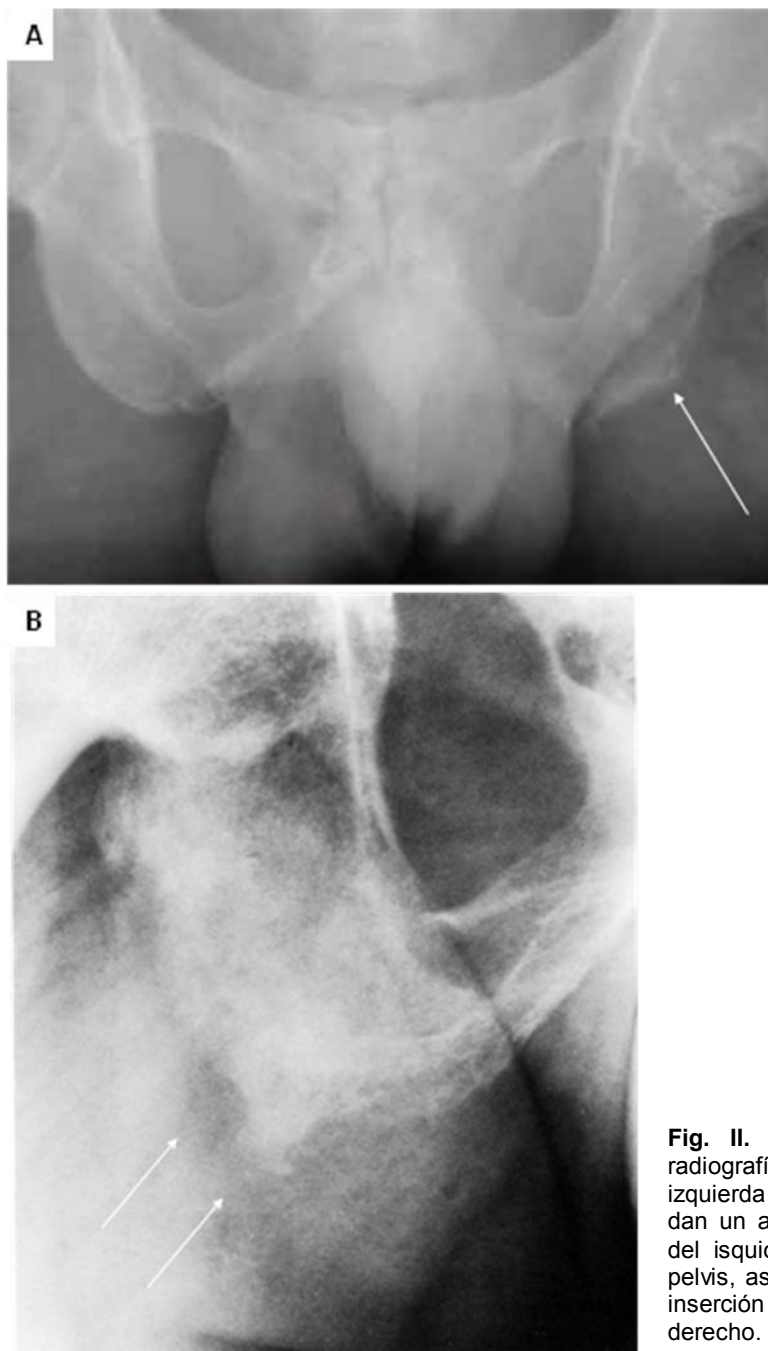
77. A. Entesopatía pélvica en una radiografía frontal, la tuberosidad isquiática izquierda con erosiones y mínima esclerosis que dan un aspecto de cepillado. B. Magnificación del isquion derecho en una radiografía AP de pelvis, aspecto de cepillado y calcificación en la inserción del músculo aproximador mayor derecho.
